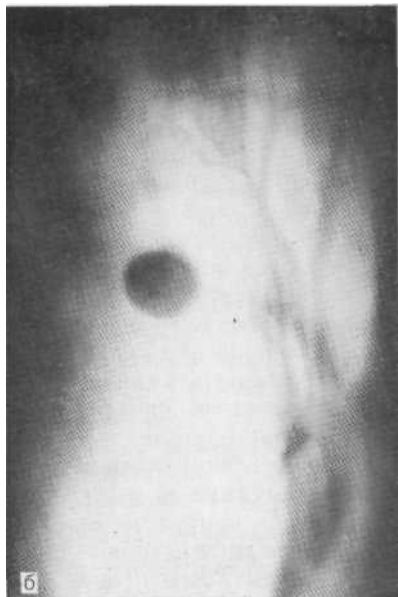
Томограммы (а—г) больных, у которых при рентгенологическом исследовании был установлен диагноз доброкачественной опухоли. На операции диагностированы соответственно гемангиома, липома, фиброма, лейомиома.
